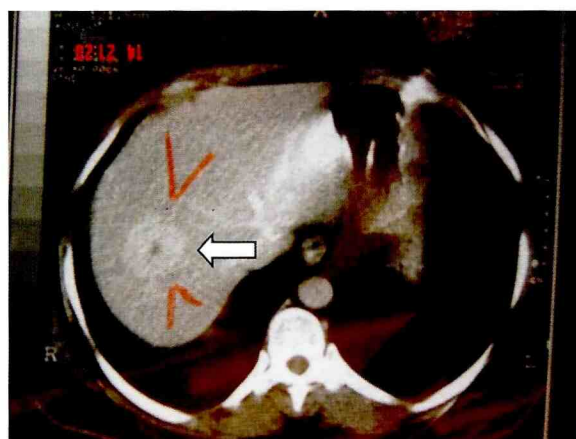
Tomografia Computadorizada abdominal após 5 ciclos de quimioterapia com VAC. Nova metástase hepática (seta).
